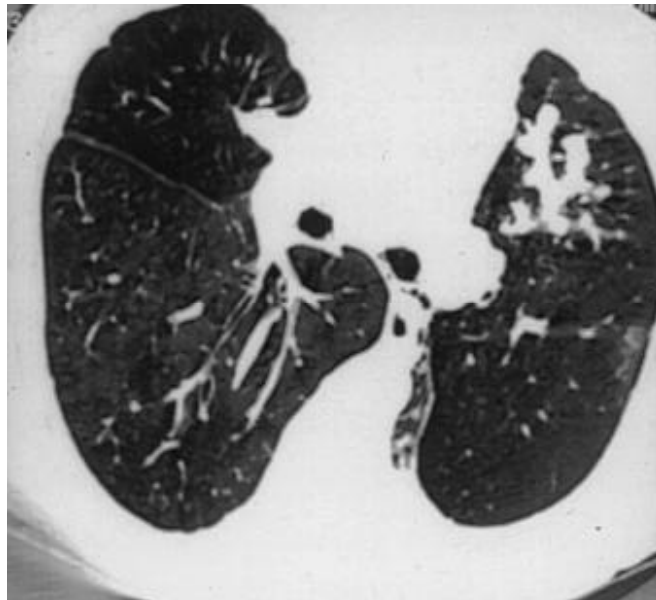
TC corte axial infra-carinal com imagens radioluzentes císticas adjacentes à parede brônquica. Áreas de impactione mucóides no lobo médio e segmento lingular superior.
